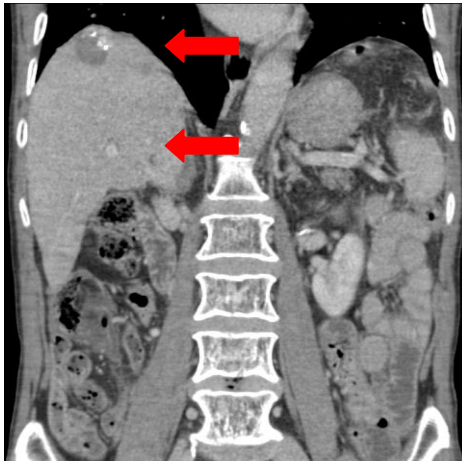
Tomografía computarizada abdominal con contraste intravenoso a las cuatro semanas de una sesión de quimioembolización transarterial en un paciente de 70 años. Se observa en la cúpula hepática (flecha superior) un nódulo tratado con escaso lipidodol y en el segmento VIII (flecha inferior) un nuevo hepatocarcinoma de 6 mm, correspondiente a progresión de enfermedad.
